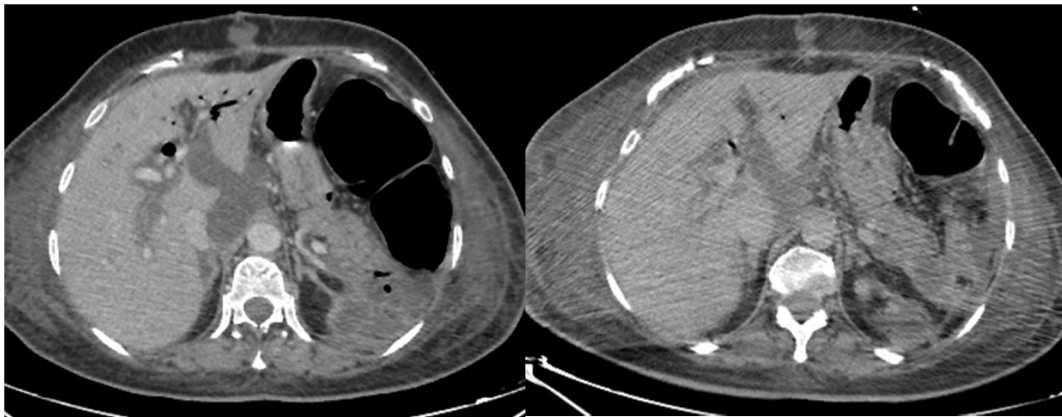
Coupes axiales d'une TDM abdominale injectée au temps portal réalisée à J4 d'une DPC (a) et deux semaines après(b) montrant la présence d'une collection assez bien limitée siégeant au niveau du lit chirurgical étendue au hile hépatique et en péri portal de densité liquidienne pure, à paroi fine non rehaussée après injection de gadolinium. La régression spontanée et progressive de la collection deux semaines plus tard permet de poser le diagnostic d'une collection liquidienne transitoire.
